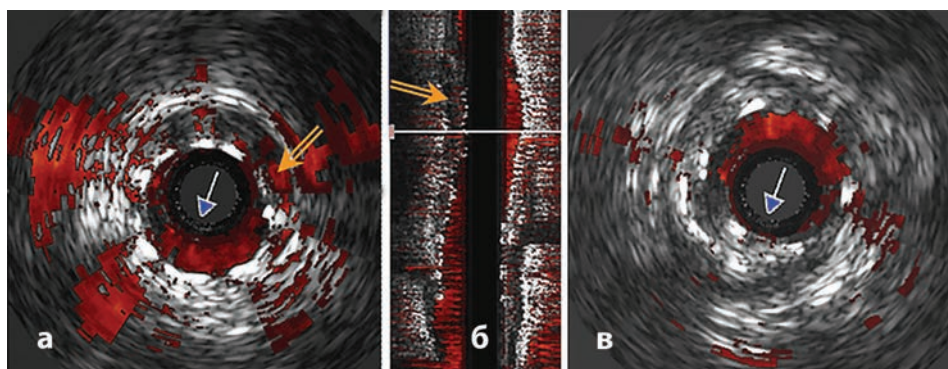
Функция Chroma Flo. а), б) – поперечное и продольное изображение ВСУЗИ после имплантации стента; ток крови обозначен красным цветом (стрелки показывают участки недостаточного прилегания (малаппозиции) стента с сохраненным кровотоком; в) после дополнительной пластики малаппозиция устранена.
